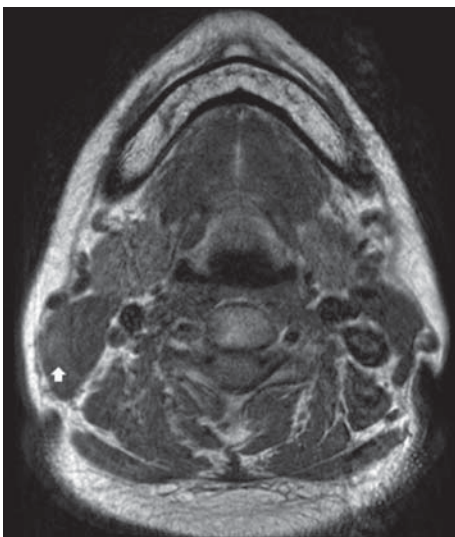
In axial T1 weighted turbo spin echo MR image, about 1.6×1.4×1.6cm sized, ill defined heterogeneous mass(white arrow) was noted at the right sternocleidomastoid muscle.
